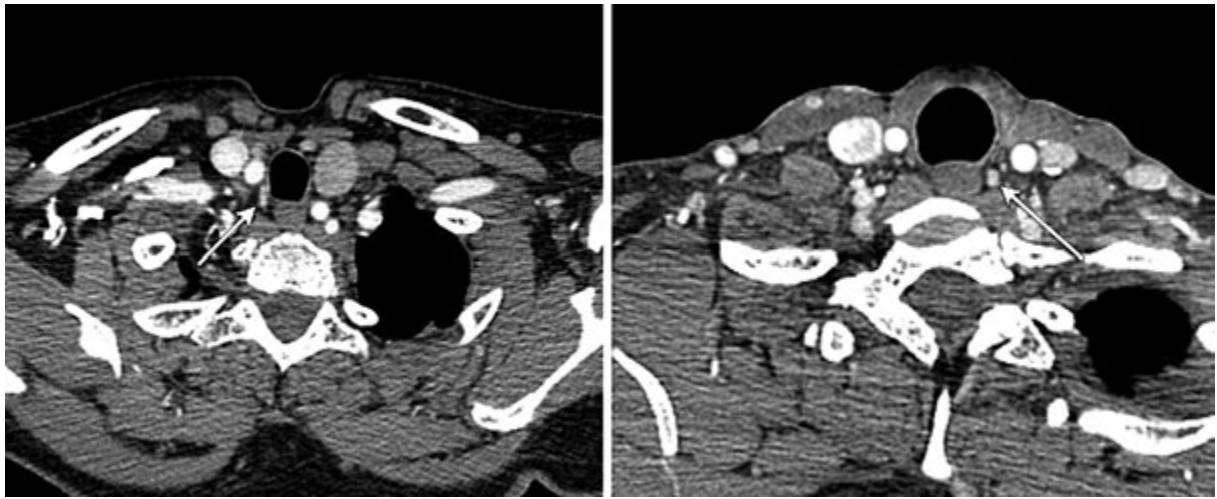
КТ зображення розташування аденом прищитоподібної залози у трахеостравохідних кутах
